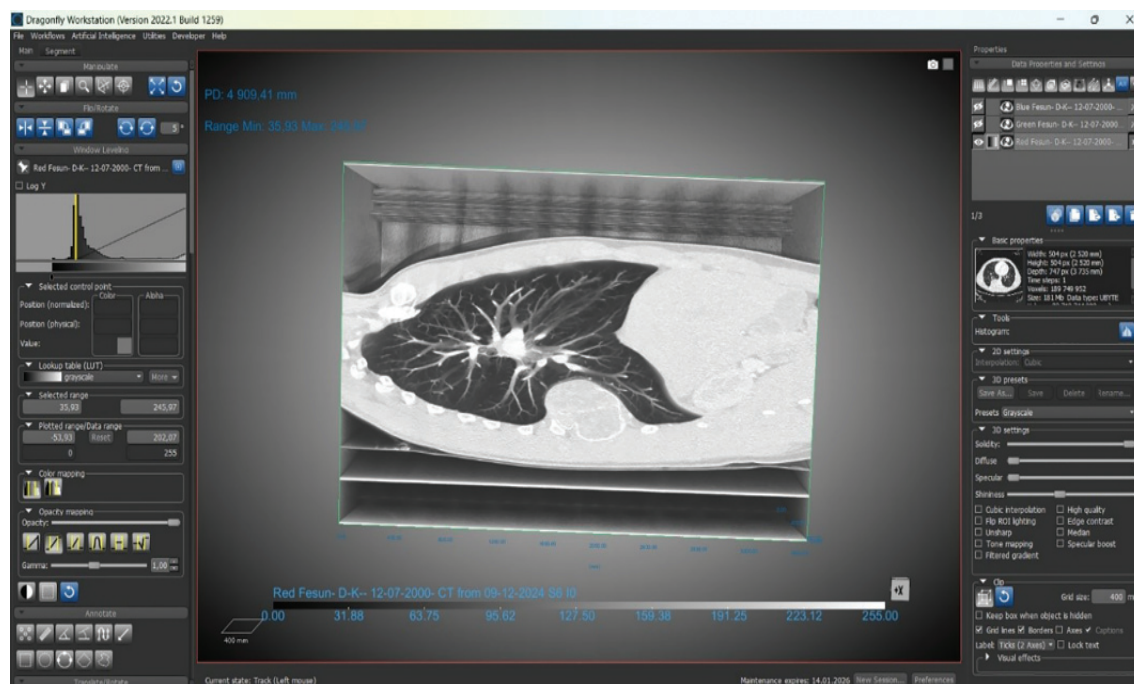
Доопераційна реконструкція ураження пацієнта Ф.: сагітальний зріз комп'ютерної томограми у максимальній довжині патологічного процесу
